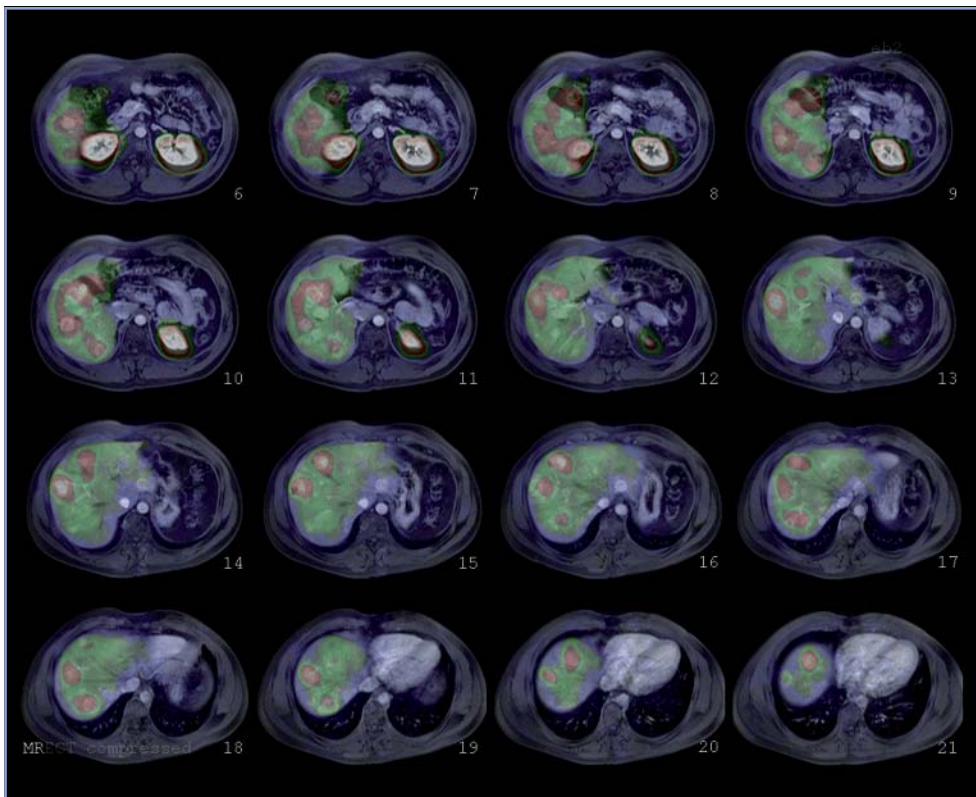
Fusión SPECT/RM. Imágenes transaxiales de RM y SPECT con In^{111} -pentatrotide. Paciente con insulinoma metastásico. Se demuestra intensa sobreexpresión de receptores de somatostatina en metástasis hepáticas múltiples.
